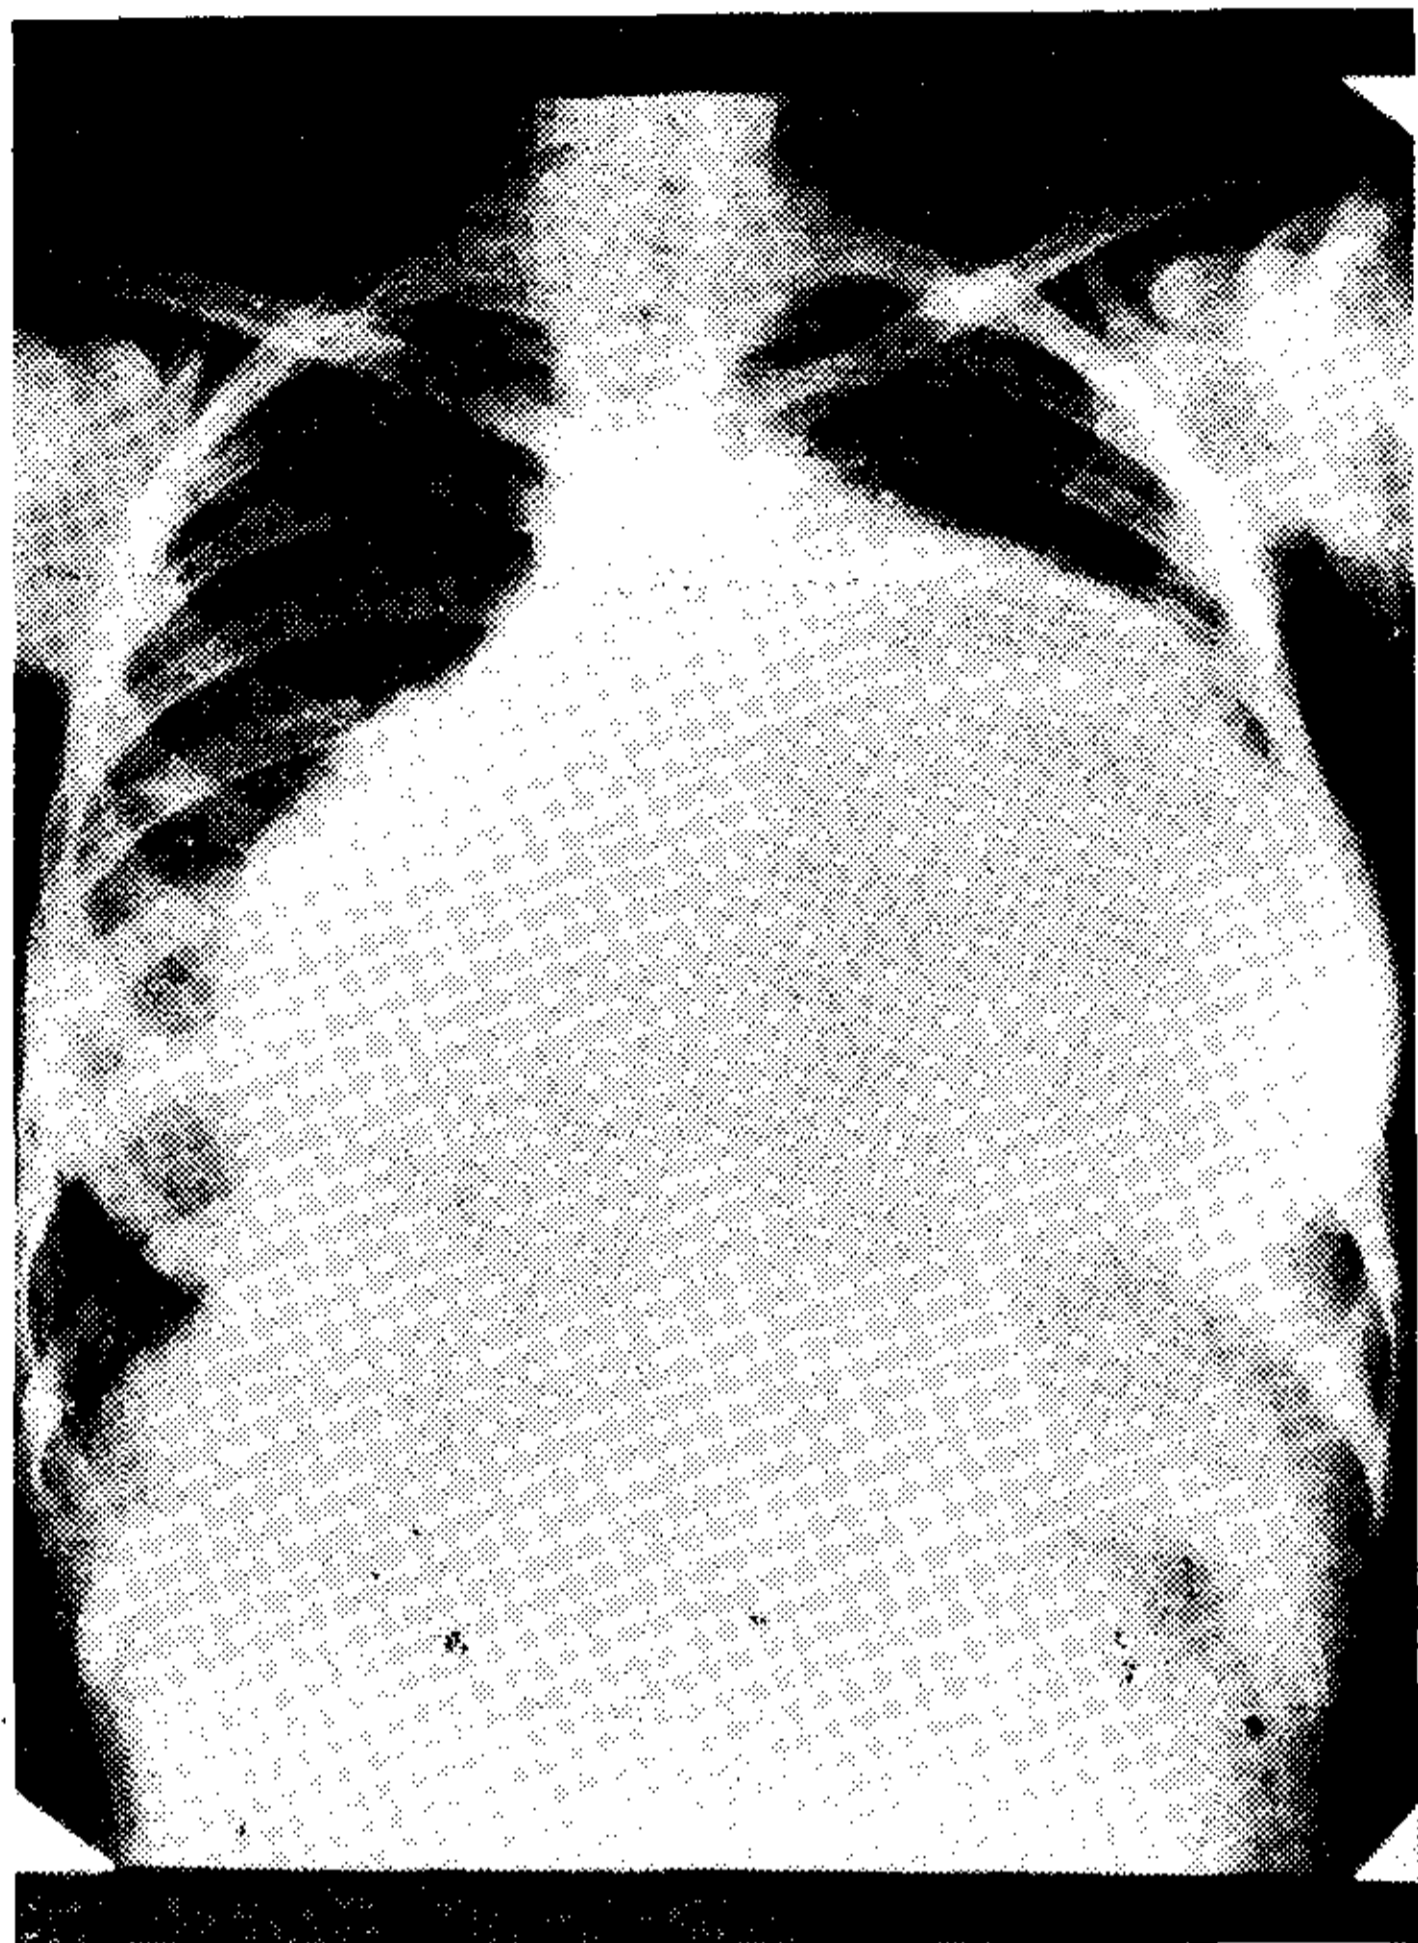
Radiografía ánteroposterior (preoperatoria).
